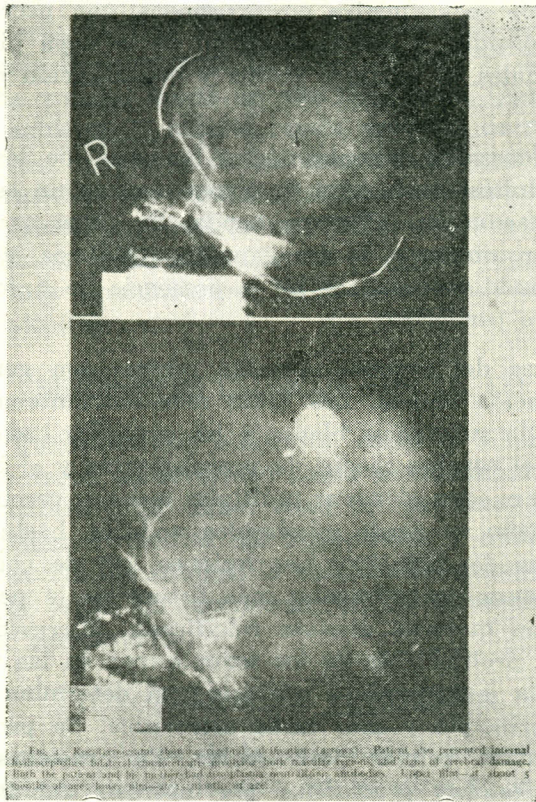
Radiographs showing cerebral destruction (arrows). Patient also presented internal hydrocephalus, bilateral choroiditis, meningitis, basal ganglia necrosis, and signs of cerebral damage. Both the patient and the bacterium developed neutralizing antibodies. Lesion first at about 5 months of age, later followed by meningitis at age 1.
